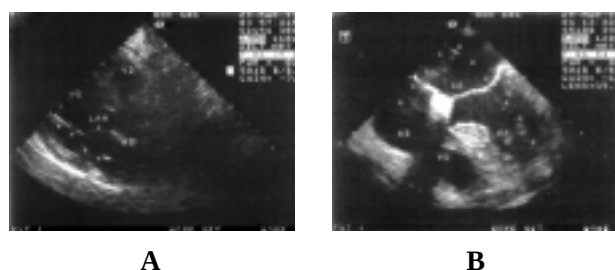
A: ecocardiogramma transtoracico (proiezione parasternale asse lungo); evidenza dell'elettrocatteter nel ventricolo sinistro (freccie). B: ecocardiogramma transesofageo; la figura illustra l'ecoriflettenza dell'elettrocatteter lungo il percorso seguito (freccie). AD = atrio destro; AS = atrio sinistro; LAM = lembo anteriore mitralico; VD = ventricolo destro; VS = ventricolo sinistro.
